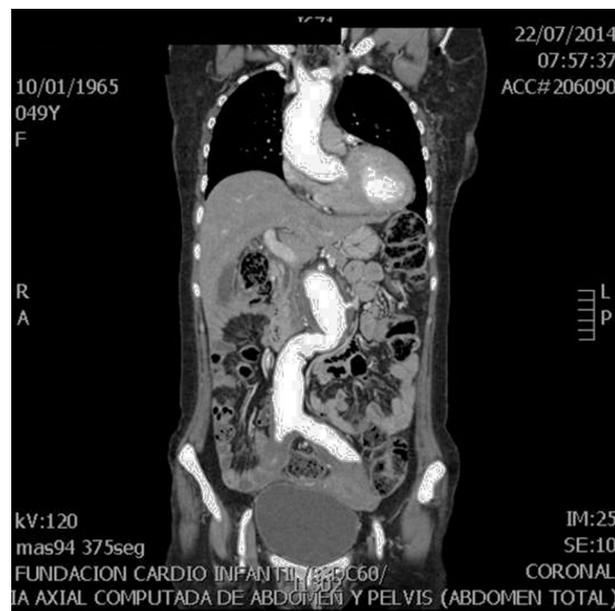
Angiotomografía toracoabdominal contrastada. Corte coronal con imagen de dilatación aneurismática desde la aorta ascendente hasta la bifurcación de las ilíacas.
